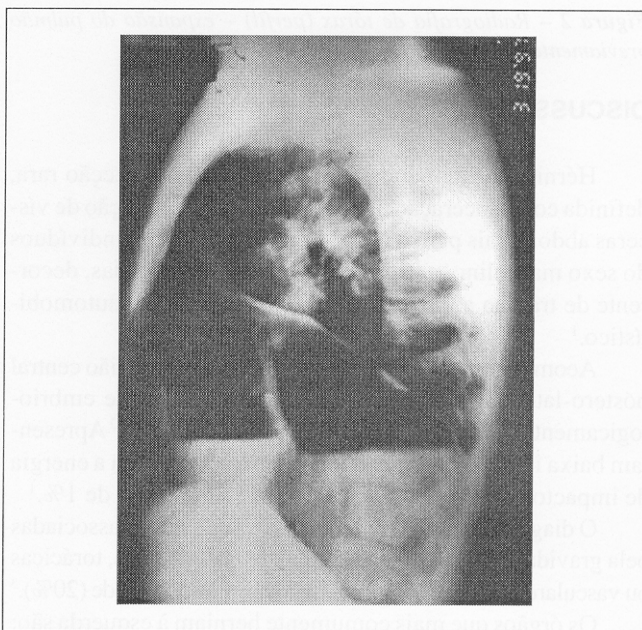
Radiografia de tórax (perfil) – hérnia diafragmática e colapso do pulmão esquerdo
